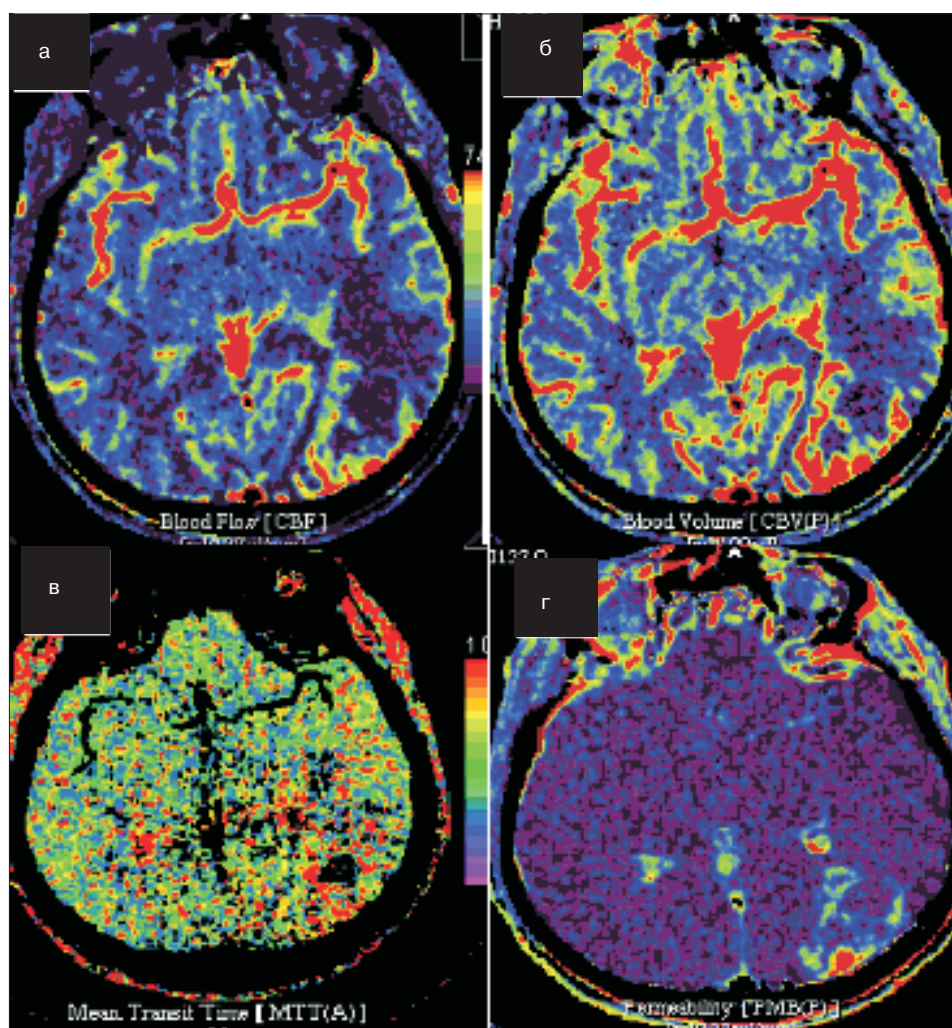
КТ головного мозга в перфузионном режиме (карты CBF – скорость мозгового кровотока (а), CBV – объем мозгового кровотока (б), MTT – среднее время транзита крови (в), PMB – проницаемость мембранного барьера (г)): отмечалось повышение показателей кровотока в солидной части опухоли по сравнению с контралатеральной стороной
